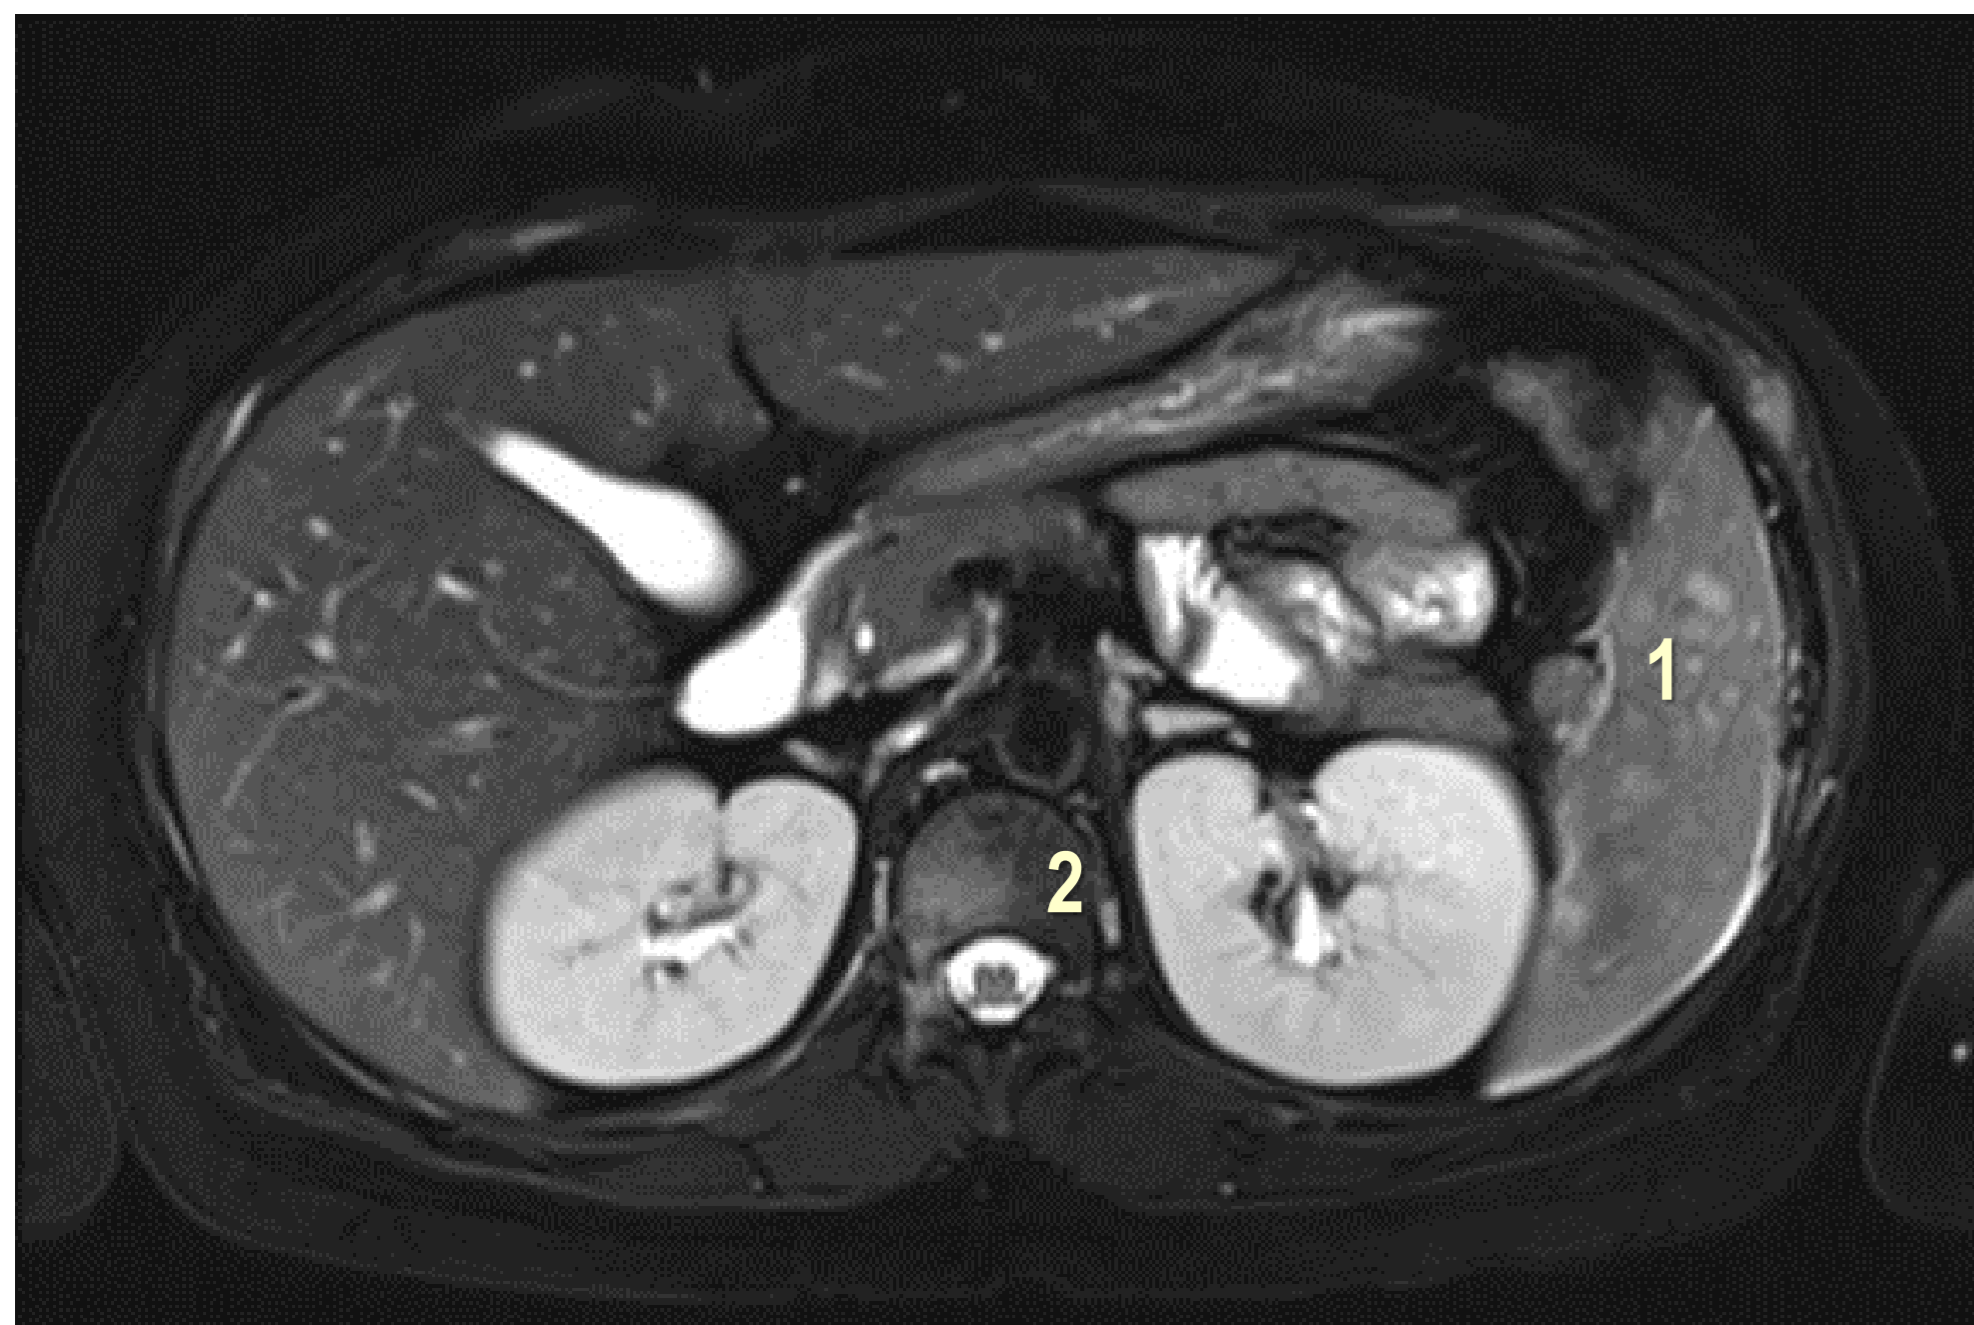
RMN de abdomen donde se evidencia compromiso óseo y esplénico.
